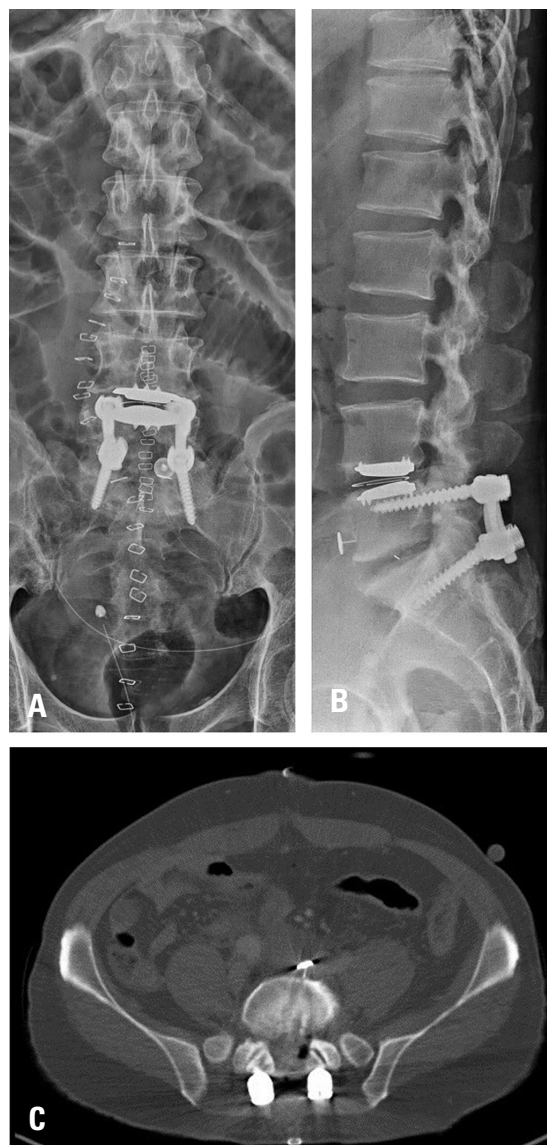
The tack is shown maintaining its position well in (A) a coronal image and (B) a sagittal image obtained 3 days after the operation. Axial computed tomography images show acute venous thrombotic occlusion in images obtained 7 days postoperatively.
